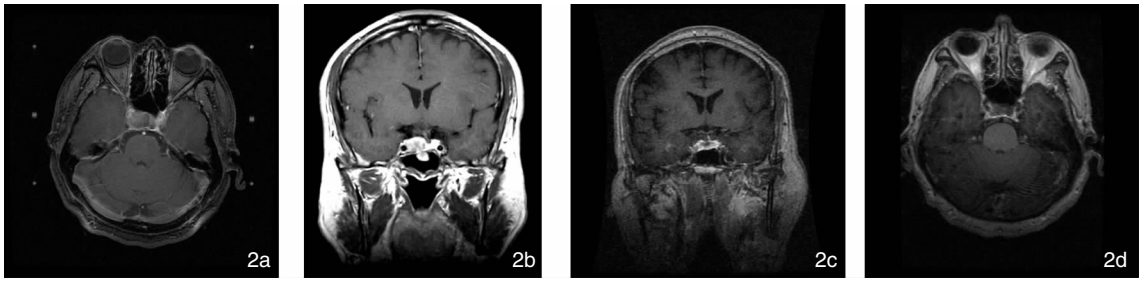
患者,男,58 岁,鞍旁侵袭 NFPA 经蝶术后再行 GKS 治疗后 14 年复查 MRI 示肿瘤明显缩小,周边剂量 15Gy,中心剂量 33Gy,无垂体功能减退,无脑神经功能障碍 2a:GKS 定位; 2b:GKS 前 CT 冠位; 2c:GKS 后 14 年复查 CT 冠位; 2d:GKS 后 14 年复查 CT 水平位
